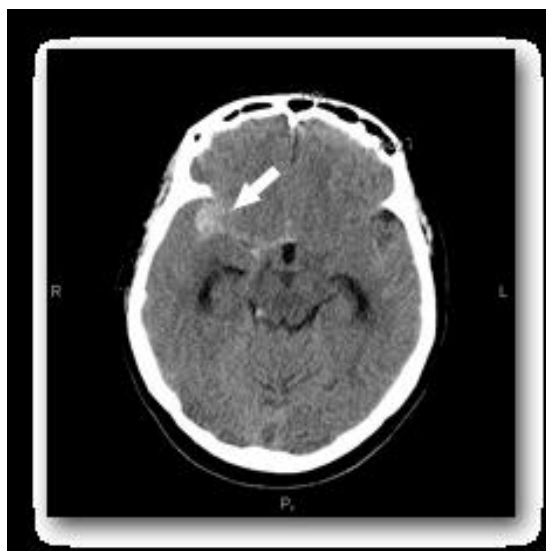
Computer tomografie cerebrală: HSA de vale Sylviana dreapta (săgeata), sugestivă pentru anevrism de arteră cerebrală medie [http://www.farmamed.ro/enciclopedie_medicala/afectiuni_neurologice/index-3.html]
